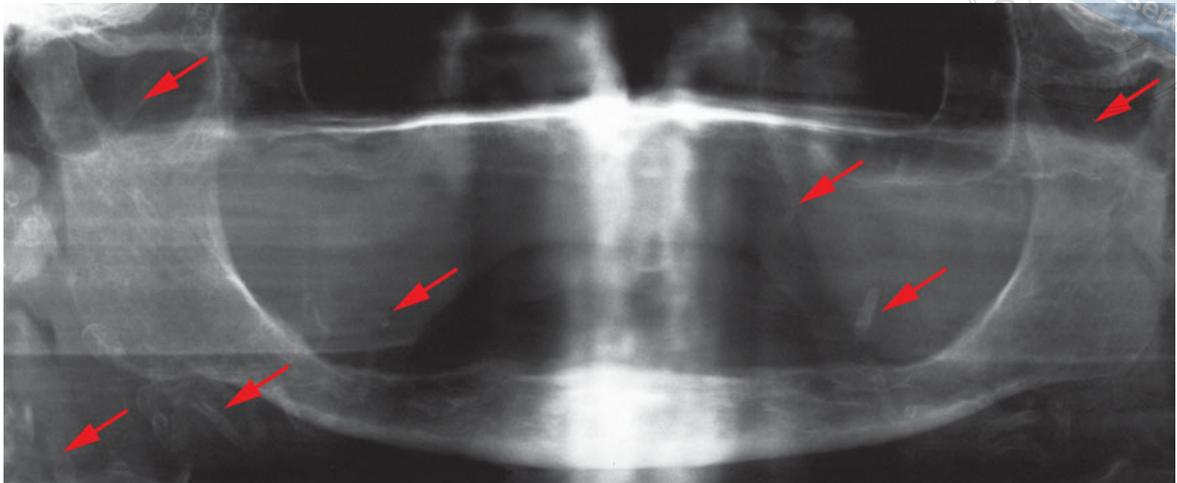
Panoramasschichtaufnahme mit röntgenologisch sichtbar kalzifizierten Gefäßen (rote Pfeile).
